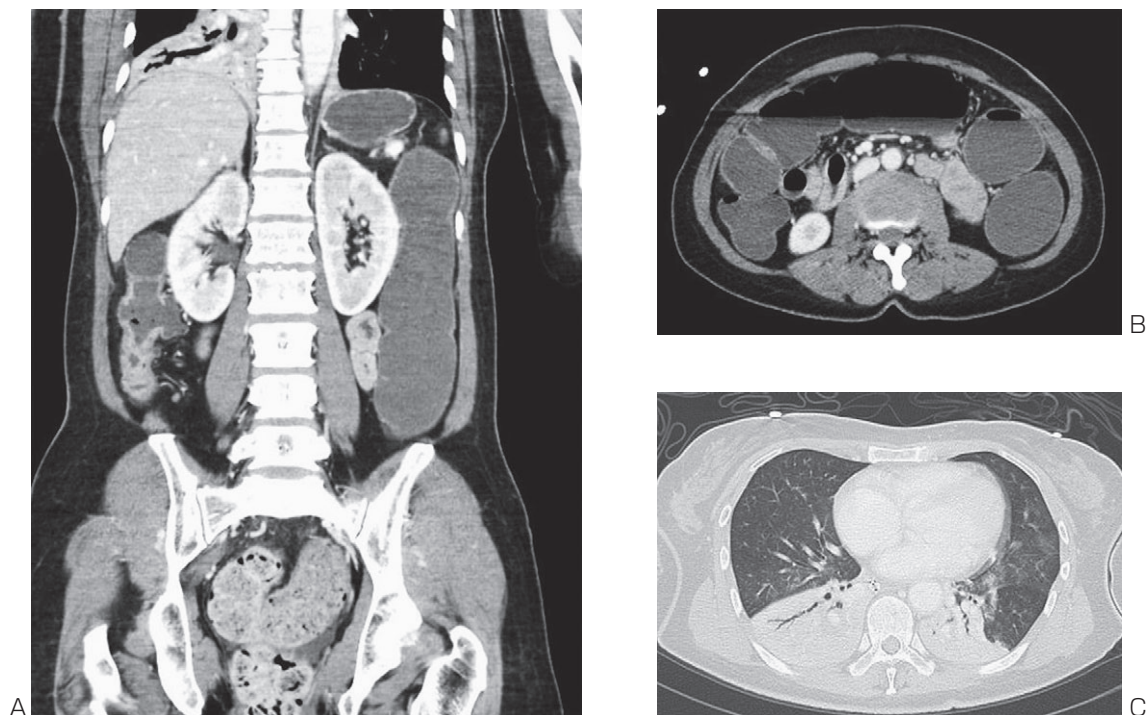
Computed tomography (CT) scan
